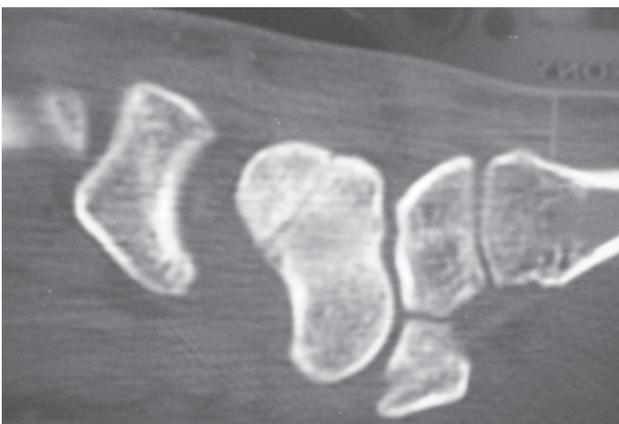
Tomografia computadorizada: pseudoartrose do pólo proximal do escafoide
